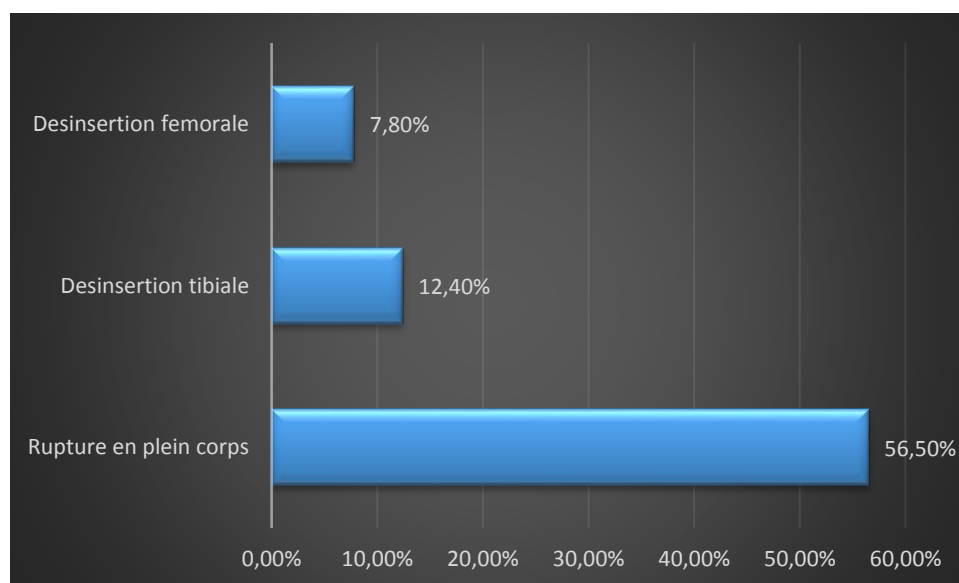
les signes directs de la rupture du LCA sur l'IRM
